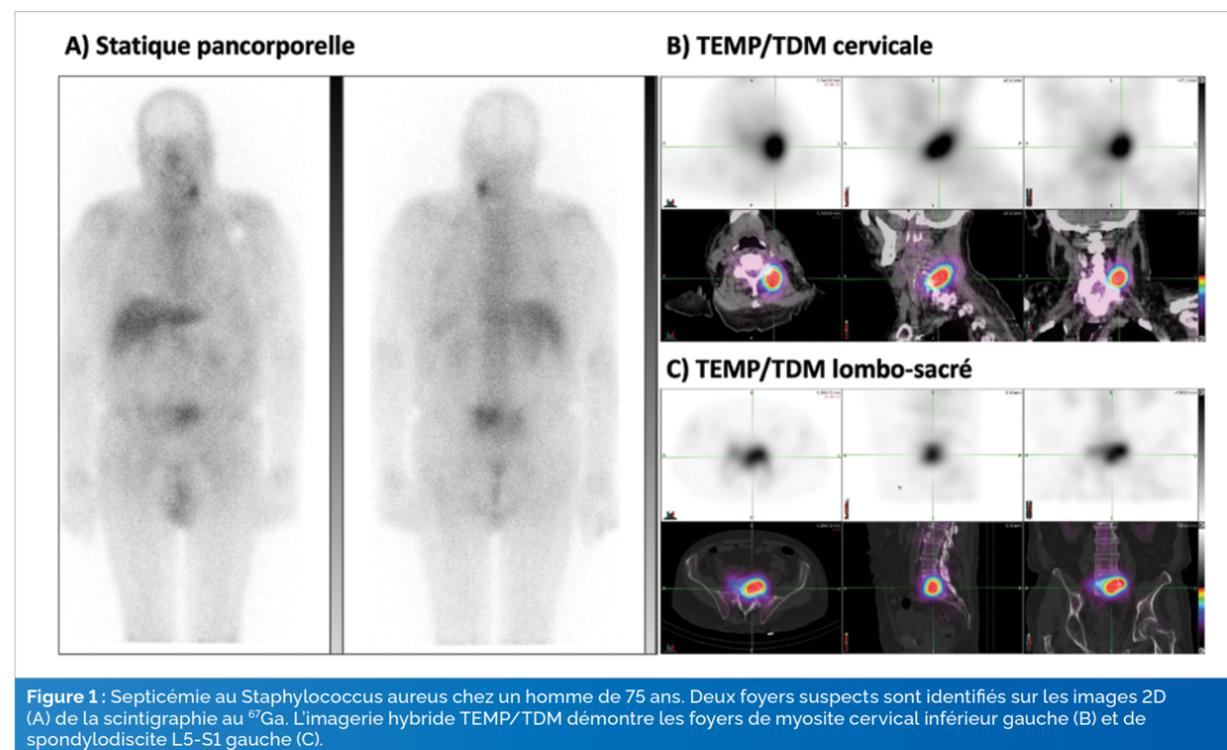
Septicémie au *Staphylococcus aureus* chez un homme de 75 ans. Deux foyers suspects sont identifiés sur les images 2D (A) de la scintigraphie au ⁶⁷Ga. L'imagerie hybride TEMP/TDM démontre les foyers de myosite cervicale inférieure gauche (B) et de spondylodiscite L5-S1 gauche (C).
